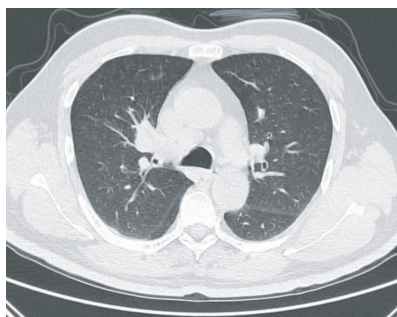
胸部 CT 右上肺门旁占位,纵隔肿大淋巴结
